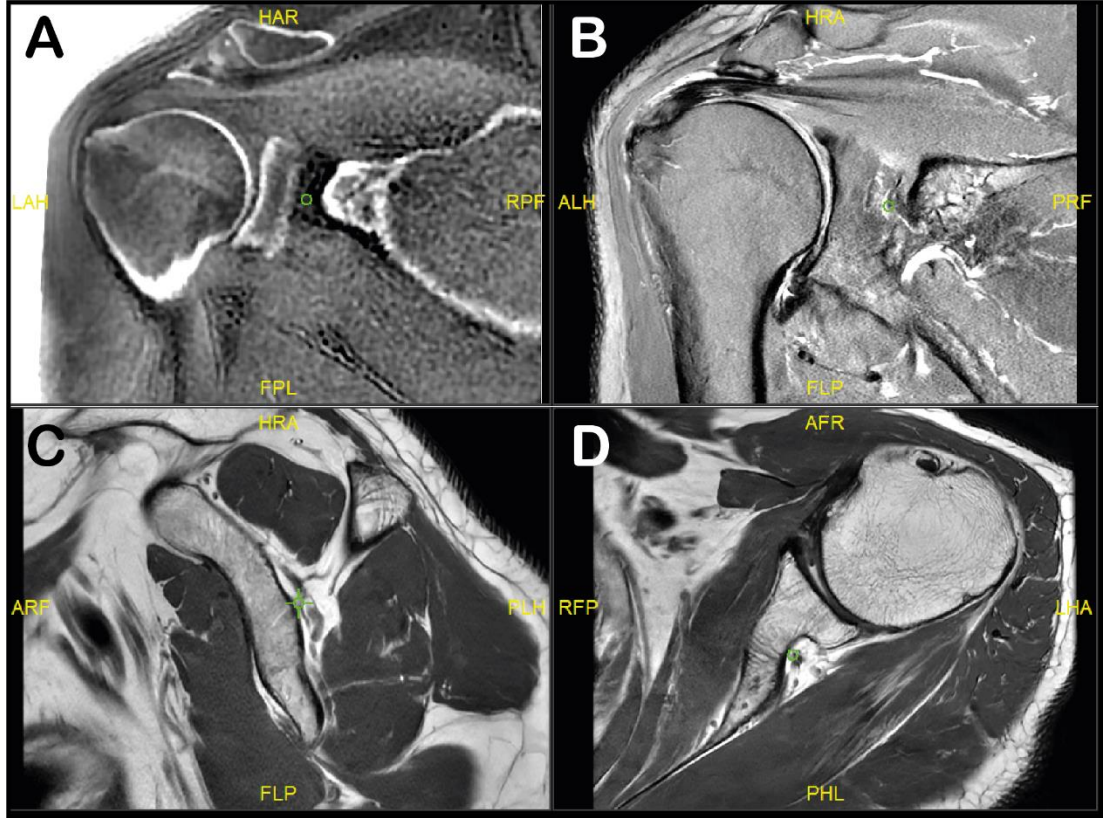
Cavitas glenoidalis superior kenarı ile incisura scapulae konumundaki n. suprascapularis arasındaki mesafenin ölçüleceği görüntü numarasının tespiti. Sagittal T1A MRG üzerinde cavitas glenoidalis superior kenarının olduğu kesitte superior kenar triangülasyon ayarı ile işaretlendi (yeşil hedef işareti) (C) ve diğer görüntülerde işaretlenen noktaya karşılık gelen noktalar (yeşil çember) (A, B, D) saptandı. Bu şekilde SEZ-MRG üzerinde ölçümün yapılacağı görüntü numarası (A – sağ üst köşe [Im: 41/84]) tespit edildi. A; koronal SEZ, B; yağ baskılı koronal T2A, C; sagittal T1A, D; aksiyel PDA görüntüleri.
